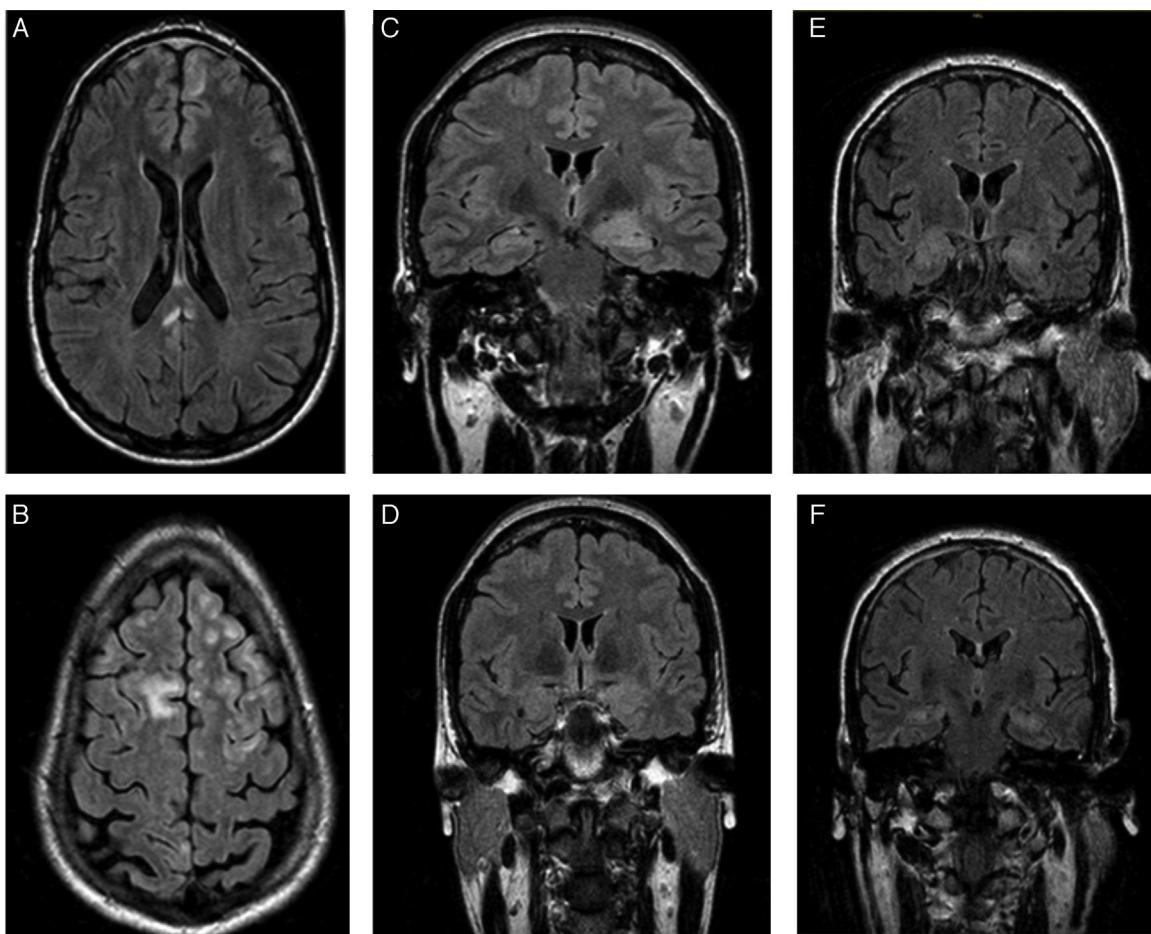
A y B) RM cerebral del primer caso (FLAIR), que mostró lesiones subcentrimétricas frontales bilaterales y una lesión hiperintensa en T2 en parte posterior del cuerpo calloso sin captación de contraste. C y D) RM cerebral diagnóstica y de control del segundo caso (FLAIR), que evidenció un aumento de tamaño y señal en amígdala y cabeza de hipocampo izquierdo, y posterior disminución de su tamaño y señal. E y F) RM cerebral diagnóstica del tercer caso (FLAIR), que mostró un aumento de señal en ambos hipocampos.
